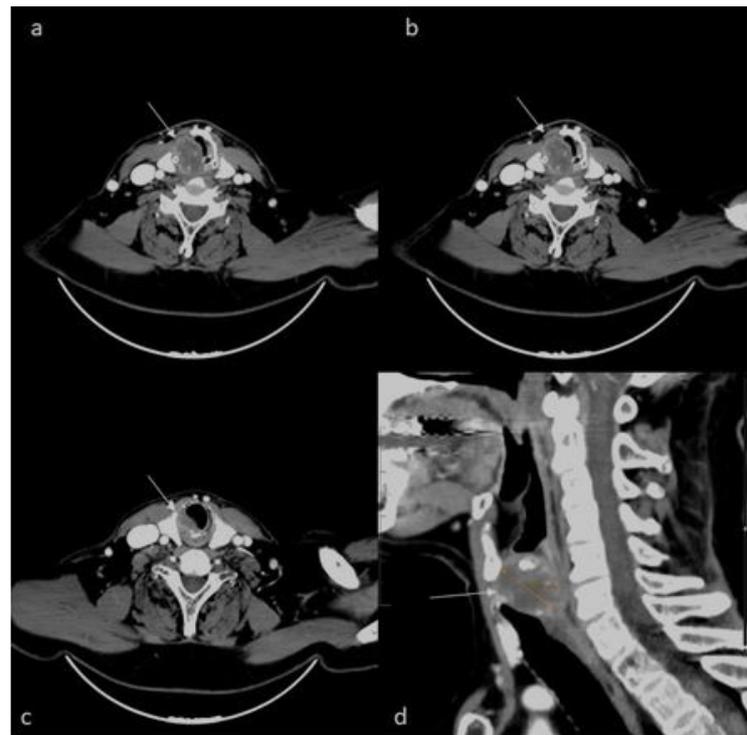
Imágenes de tomografía axial computarizada (TAC). Caso 1.
